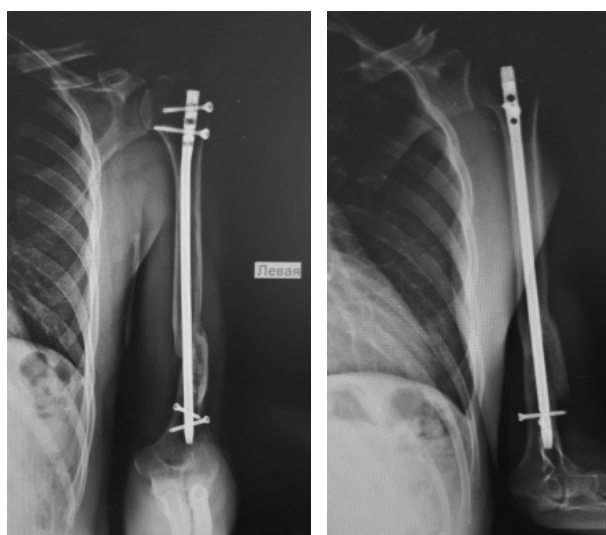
Больной Б., 26 лет (12 С-1). Контрольная рентгенограмма через 10 месяцев с момента операции
